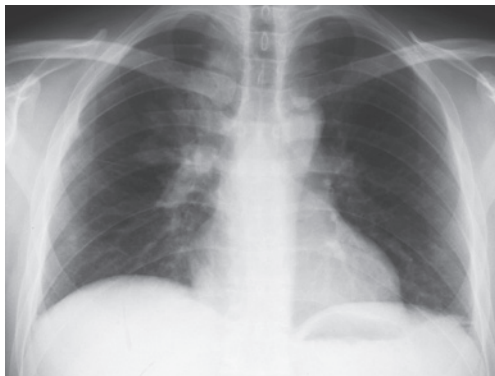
Chest X-ray film on admission on March 28th, 2008 show a giant mass in the right hilar region and a nodular lesion in the peripheral middle lung field.
